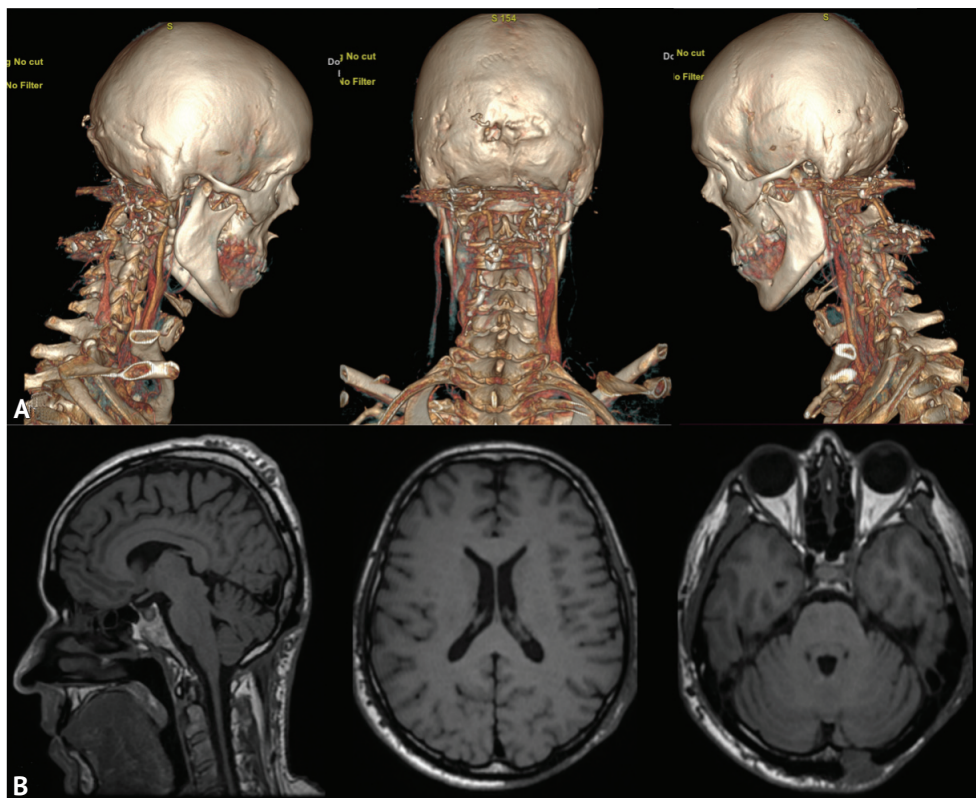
Контрольные исследования через 6 месяцев после операции. А — 3D реконструкции компьютерно-томографических ангиограмм; В — магнитно-резонансная томография головного мозга
